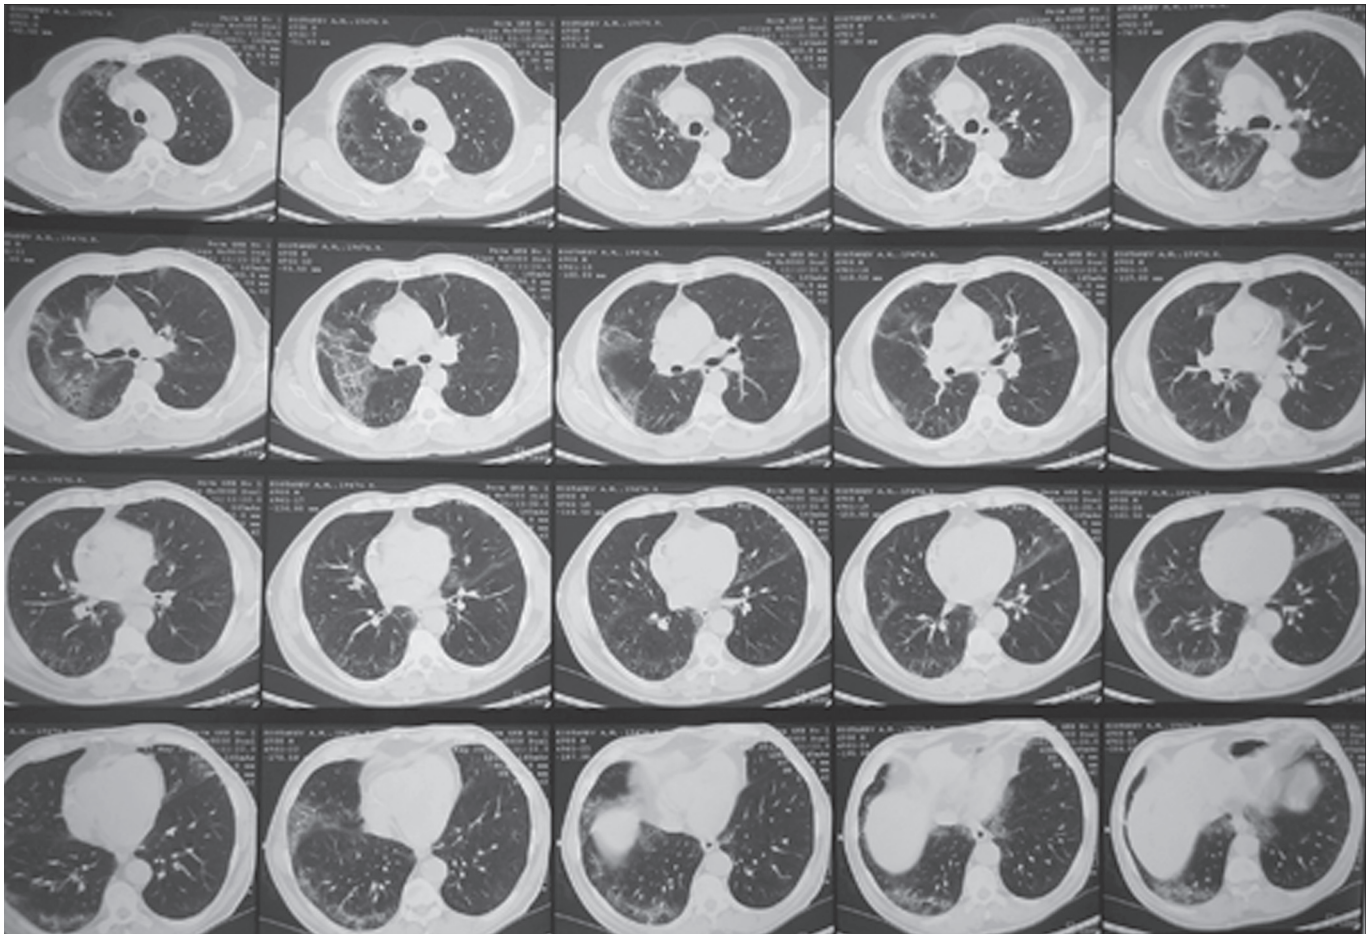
КТ-грамма больного К. от 17.05.11.
